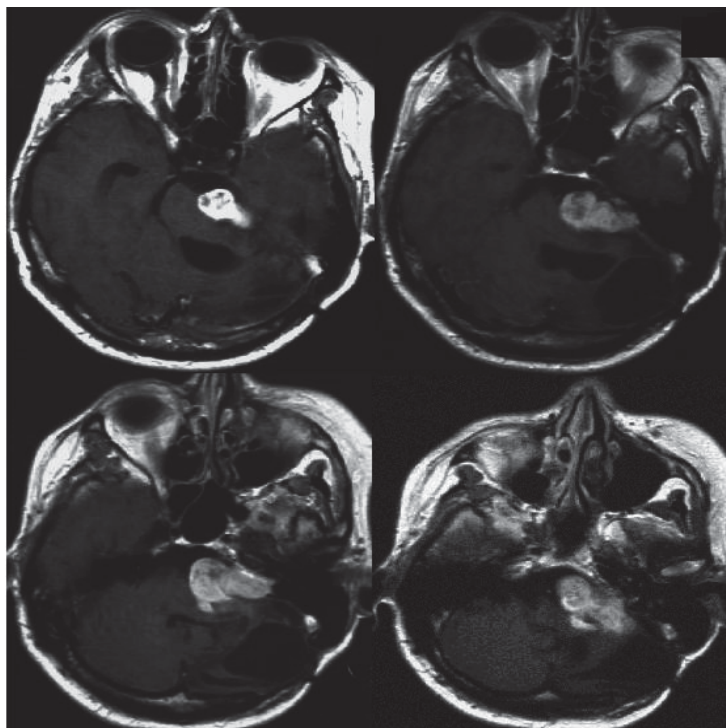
МРТ головного мозга спустя 2 года после облучения: увеличение опухоли с компрессией ствола головного мозга и кистообразованием.
